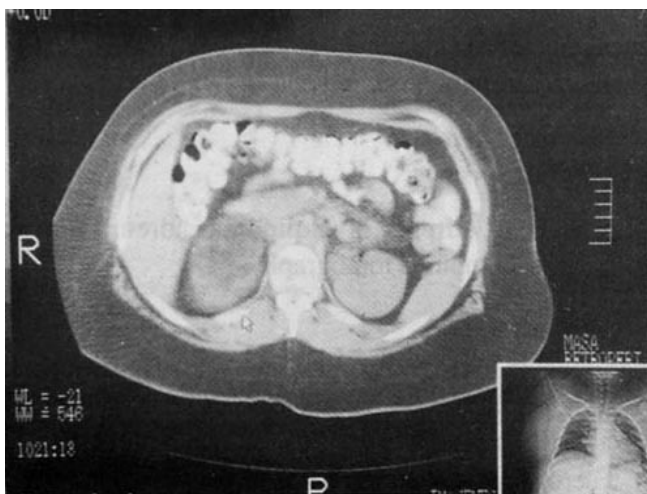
La tomografía computada de abdomen muestra tumoración de 9.2 x 6 x 5 cm en la glándula adrenal derecha que por la cuantificación de unidades Hounsfield es de contenido adiposo.
